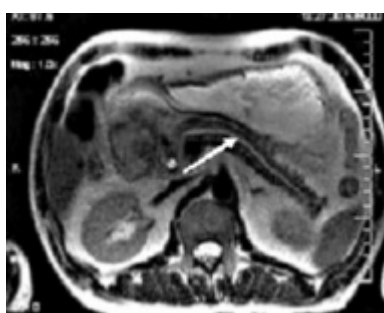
МРТ. Расширение главного панкреатического протока.
